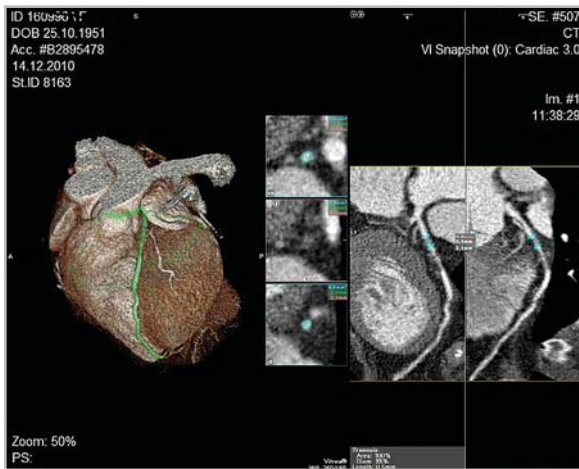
64-МСКТ-ангиограммы. Объемное изображение СВС в передней нисходящей артерии. Признаков рестеноза ПМС не выявлено
